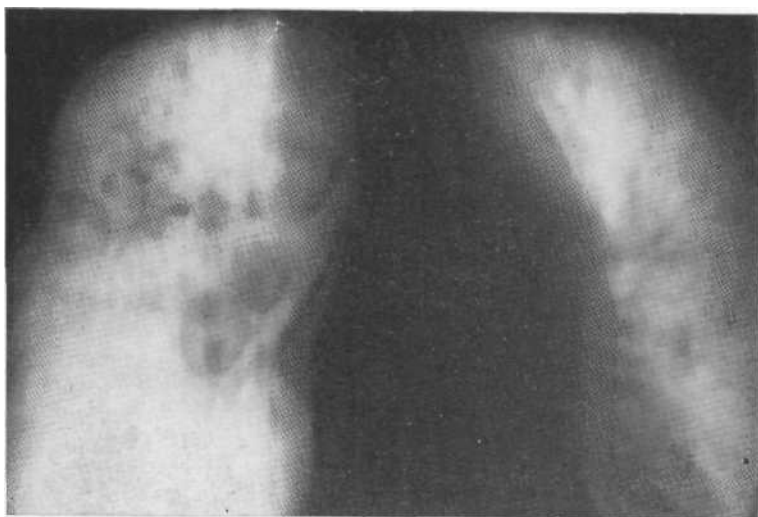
Срединная томограмма. Лимфогранулематоз. Двустороннее асимметричное увеличение лимфатических узлов всех групп (паратрахеальных, трахеобронхиальных, бронхопульмональных). Асимметрично расположенные очаговоподобные и фокусные тени в обоих легких. Биопсия.
